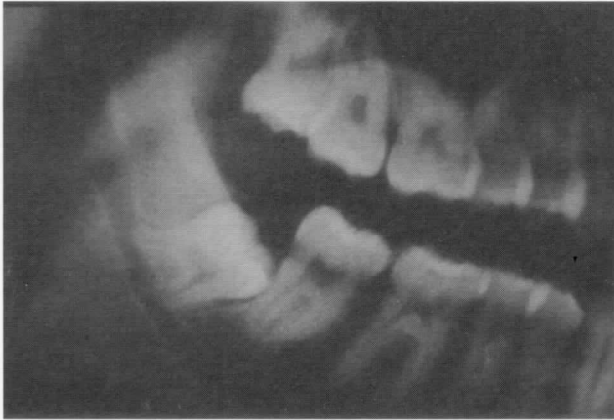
Ortopantomografía en la que se observa la desaparición del conducto dentario inferior en la cortical superior.
